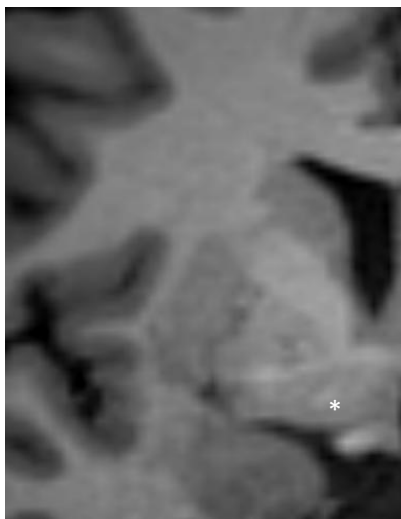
Sustancia innominada (asterisco), que equivale al *pálido ventral*, localizada inmediatamente superior al núcleo subtalámico y caudal a la comisura blanca anterior. Imagen de RM en plano coronal, secuencia 3D FSPGR.
